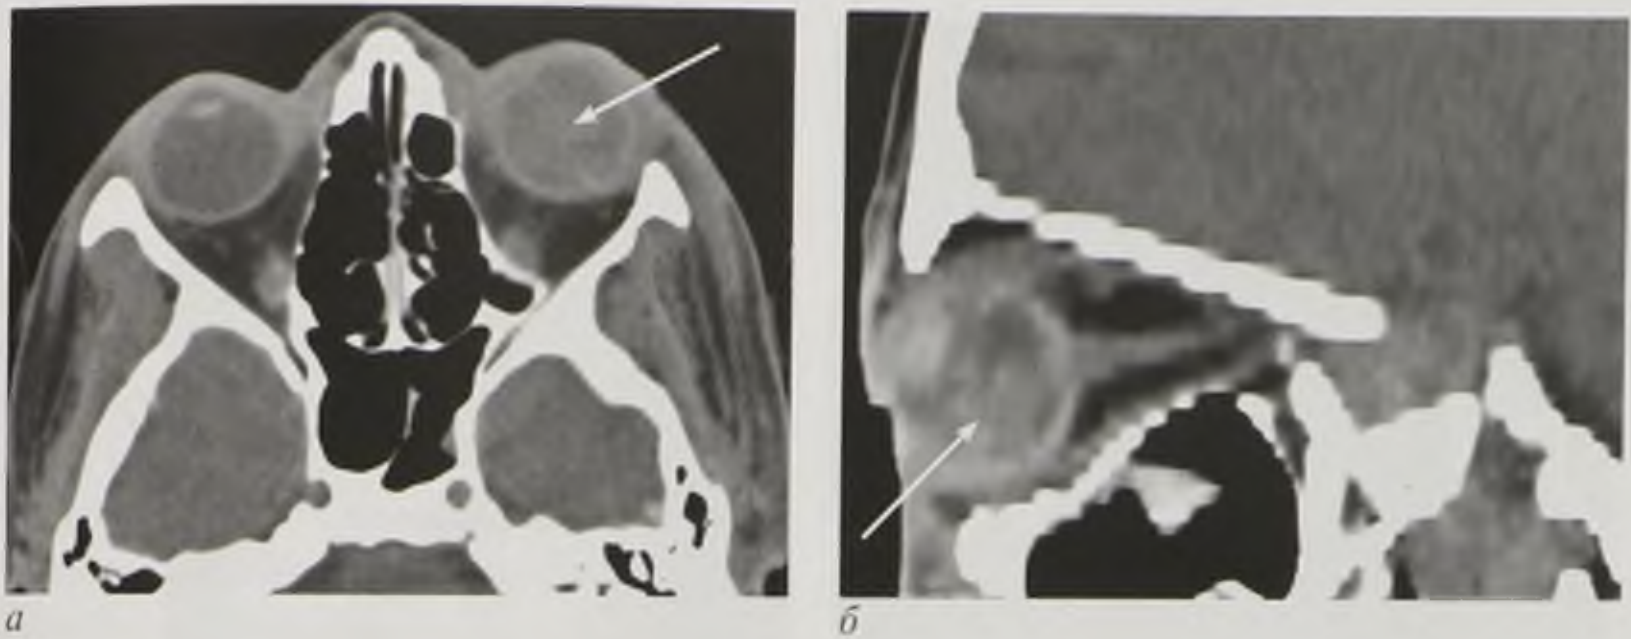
Компьютерные томограммы в аксиальной плоскости (а), мультипланарная реконструкция в сагиттальной плоскости (б). Кровоизлияние в полости стекловидного тела (стрелки)
